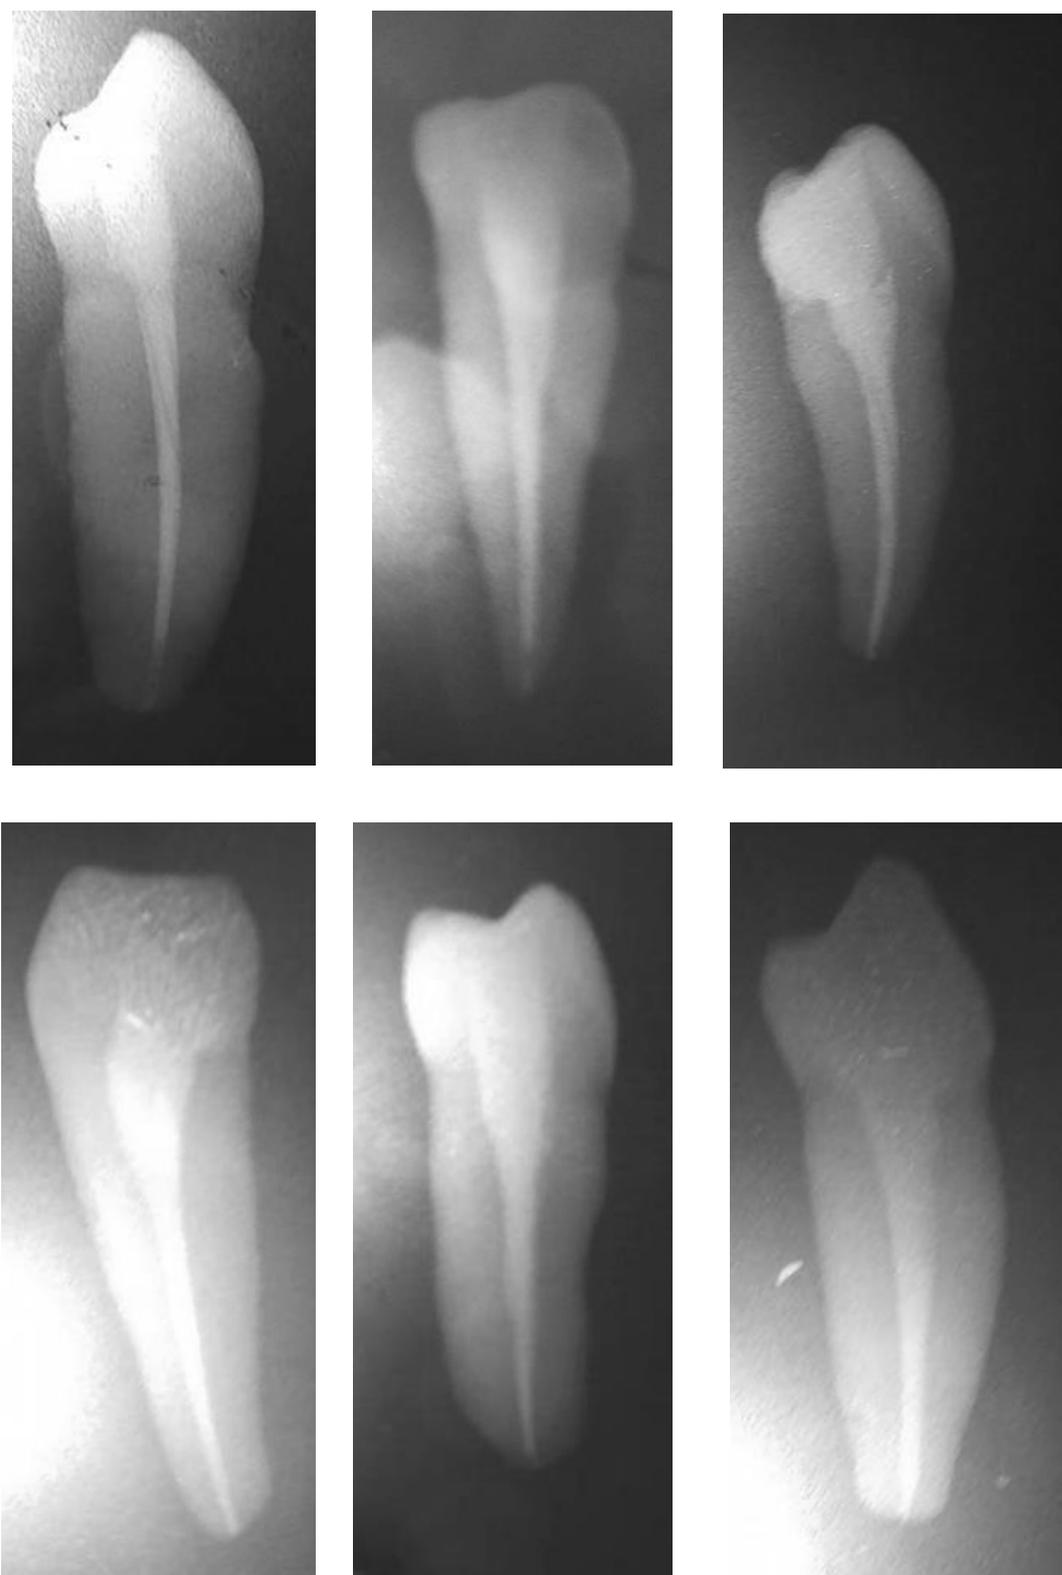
Radiografías finales de las endodoncias
